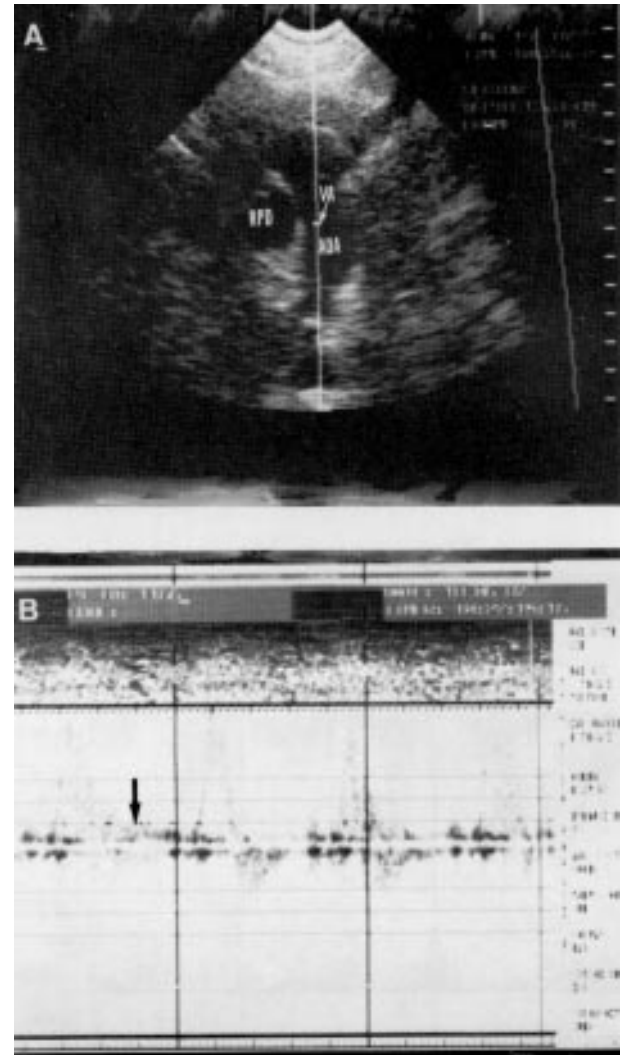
A) Ecocardiograma bidimensional apical, quatro câmaras, com o “volume-amostra” posicionando na via de entrada do ventrículo esquerdo. B) Registro espectral Doppler demonstrando intensa turbulência diastólica, aumento de velocidade e alargamento da faixa espectral. VE = ventrículo esquerdo. AE = átrio esquerdo. AD = átrio direito. VD = ventrículo direito. VA = volume-amostra.
